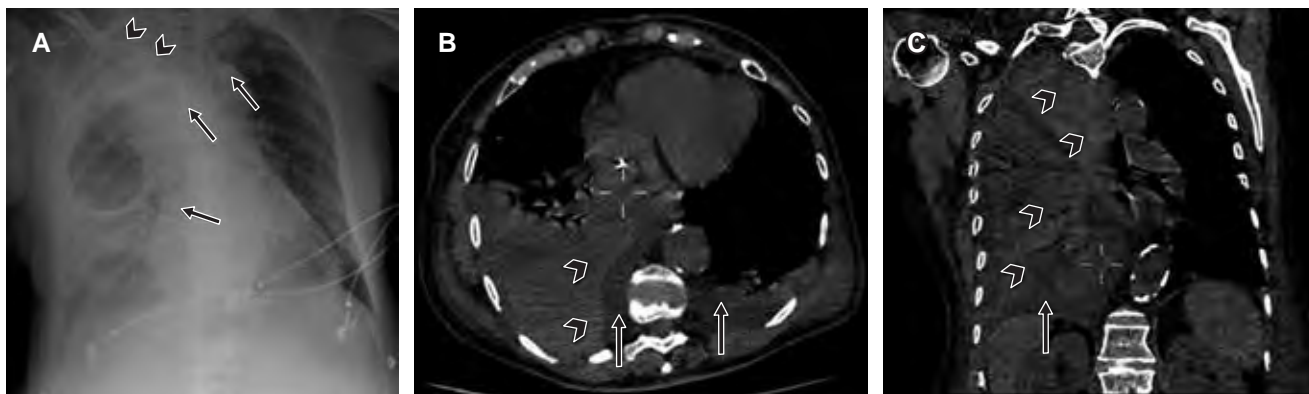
Femenino de 73 años posterior a colocación de catéter central yugular izquierdo. A) Radiografía portátil de tórax muestra trayecto anómalo del catéter (flecha negra) disminución de la expansión pulmonar derecha por presencia de atelectasia apical (punta de flecha), así como engrosamiento cisural y ensanchamiento del mediastino. B) Tomografía computarizada axial y C) coronal de tórax del mismo paciente de la imagen anterior, donde existe derrame pleural (flechas) bilateral de predominio derecho, con áreas hiperdensas mal definidas (punta de flecha) en lóbulo superior derecho.
